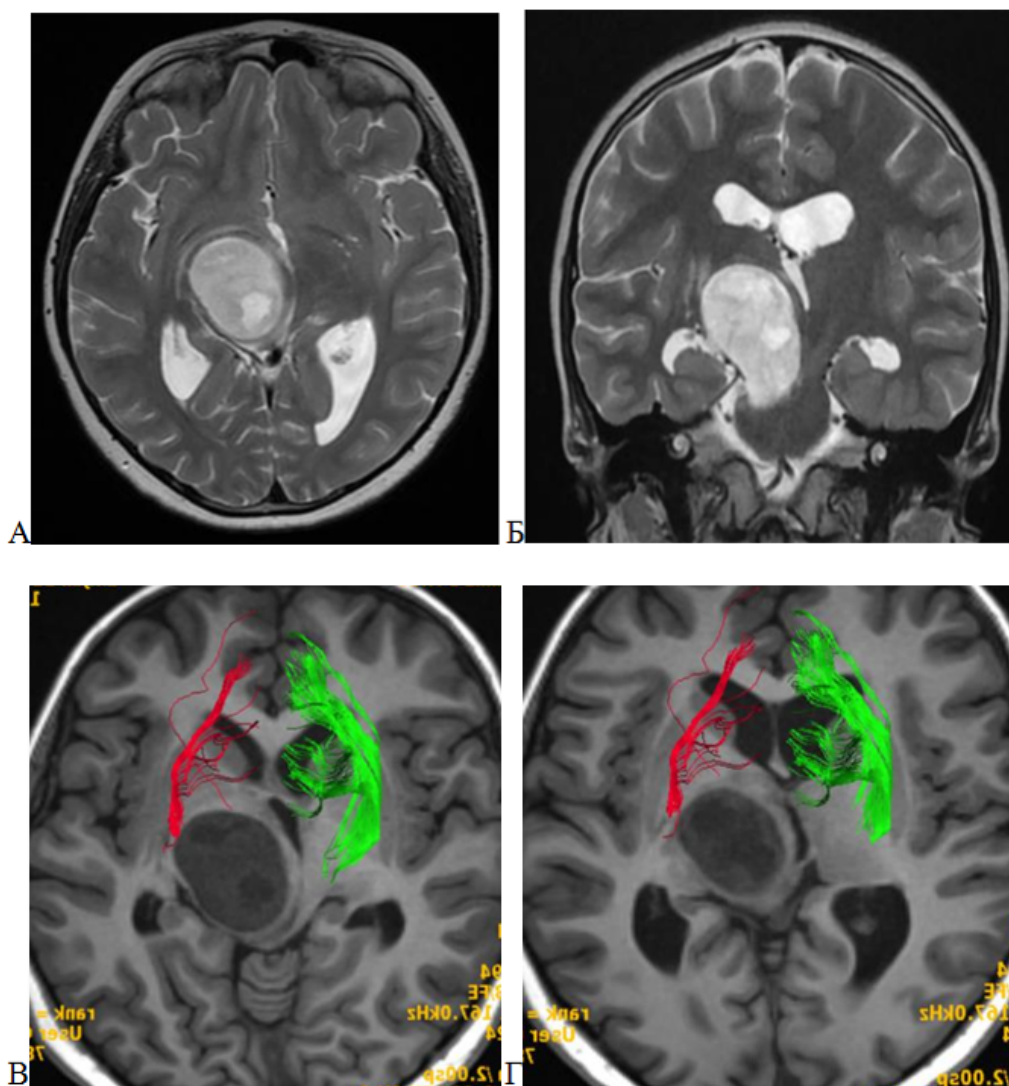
Пилоидная астроцитома, WHO grade 1, таламопедункулярной области справа. А, Б – МРТ головного мозга, T2-последовательность в аксиальной (А) и коронарной (Б) проекции. Опухоль имеет супра- и субтенториальную часть; В, Г – стандартная МР-трактография, T1-последовательность в аксиальной проекции, 3D реконструкция. КСТ смещен антелатерально, обозначен красным и зеленым цветом
